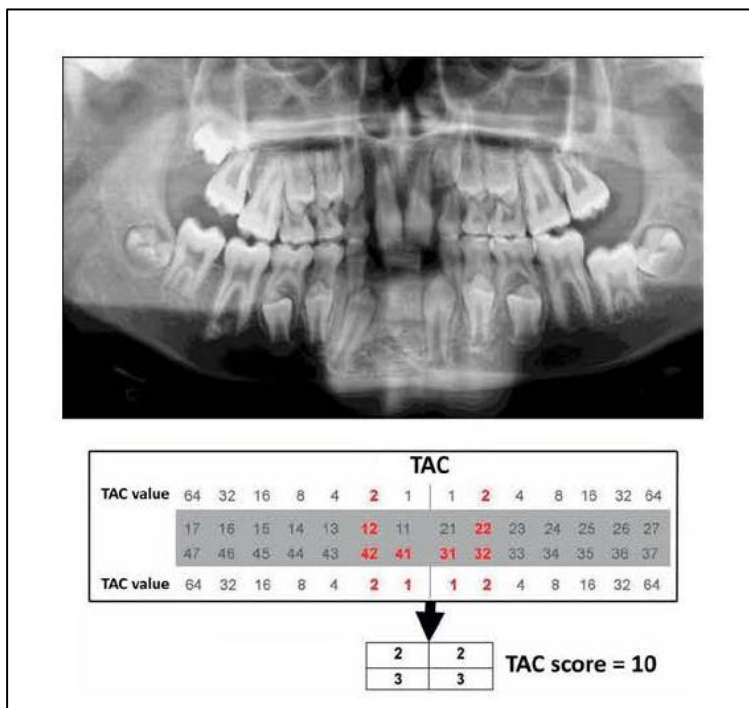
Jeder fehlende Zahn erhält einen numerischen Wert. Die Werte werden für jeden Quadranten addiert. Durch Addition der TAC Quadrantenwerte ergibt sich die TAC-Summe (van Wijk et al. 2006).
